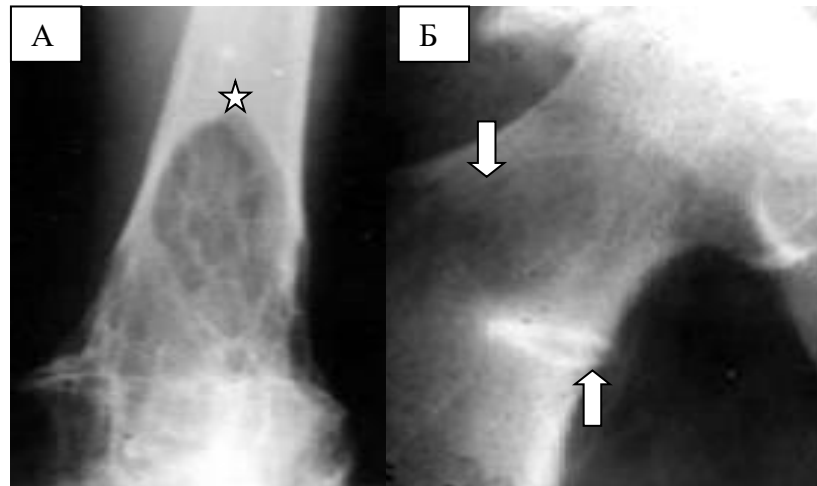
Фрагменти рентгенограм у прямої проекції. Деформуюча остеодистрофія (хвороба Paget) – V-подібна ділянка остеолітичної резорбції та симптом "розвилки" (зірочка) у дистальному метафізі стегнової кістки характеризують початкову та перехід до проміжної стадії захворювання. У проксимальному метафізі є ділянка остеомалєції та зона Лоозера (стрілки).
